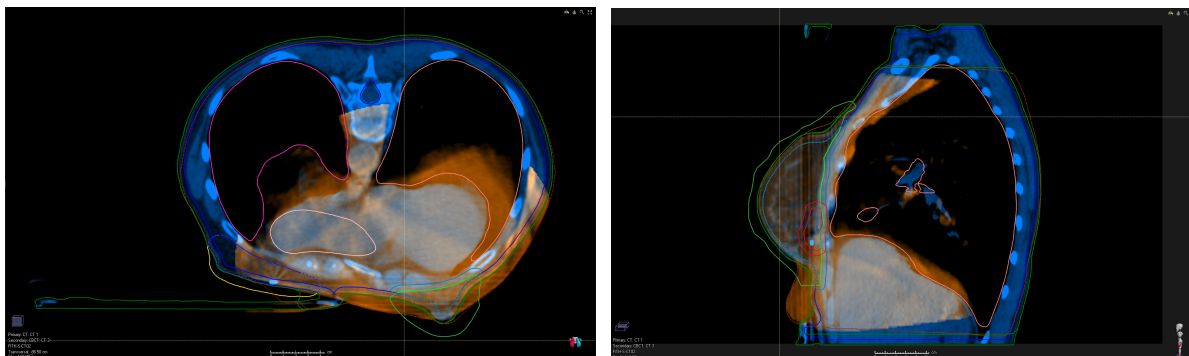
Coregistration des images CBCT sur les images CT, patiente traitée en prône, mise en évidence d'un gonflement du ventre (2019)
